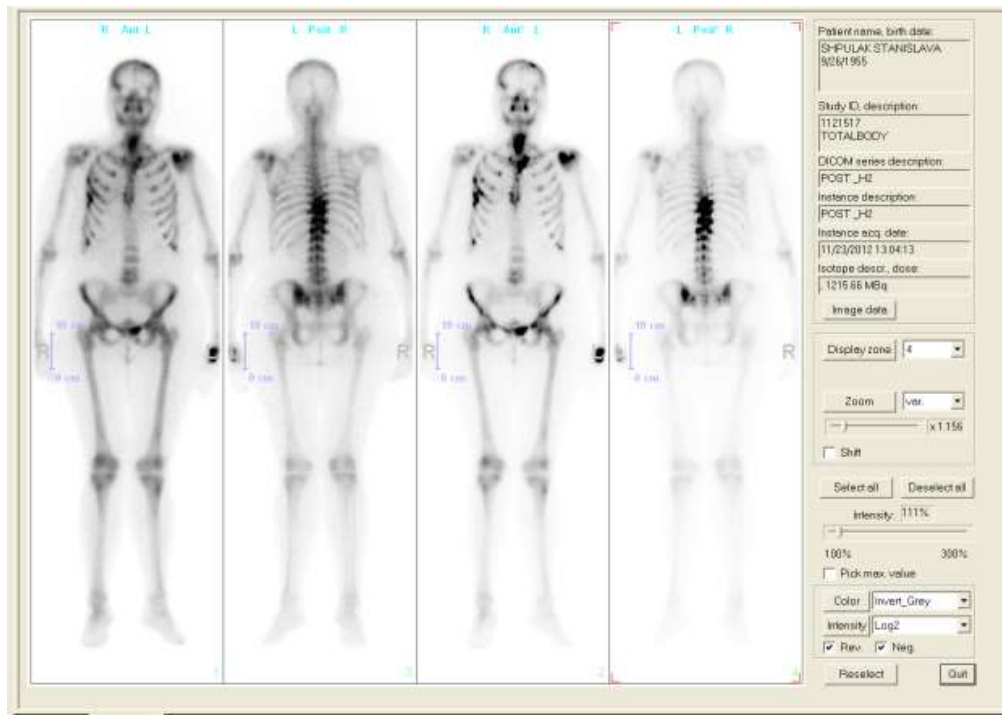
Остеосцинтиграфія з самарієм 153 оксабіфором хворої Б.
